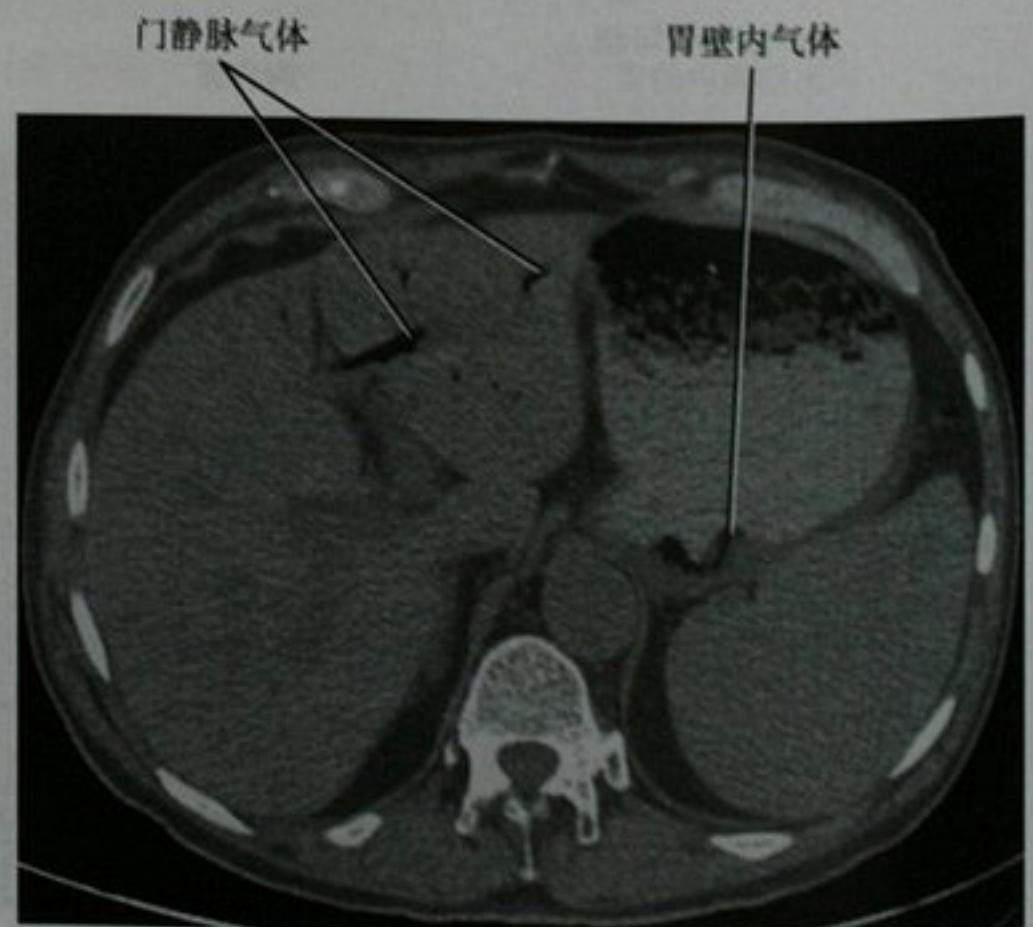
上腹部CT平扫显示胃壁内积气和门静脉气体。原因不明
